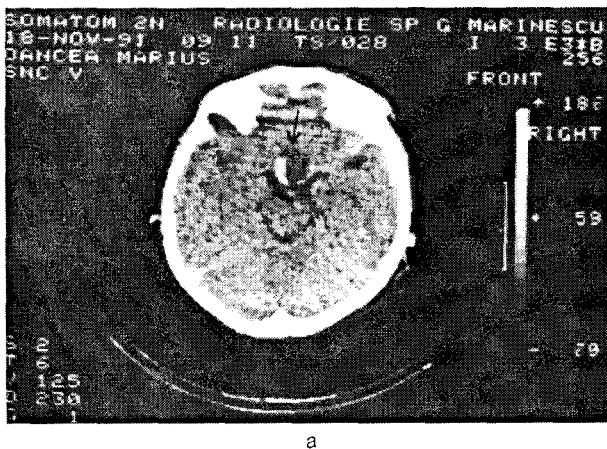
CT-scan într-un caz de craniofaringiom de regiune selară: a) aspect preoperator; b) aspect postoperator.
